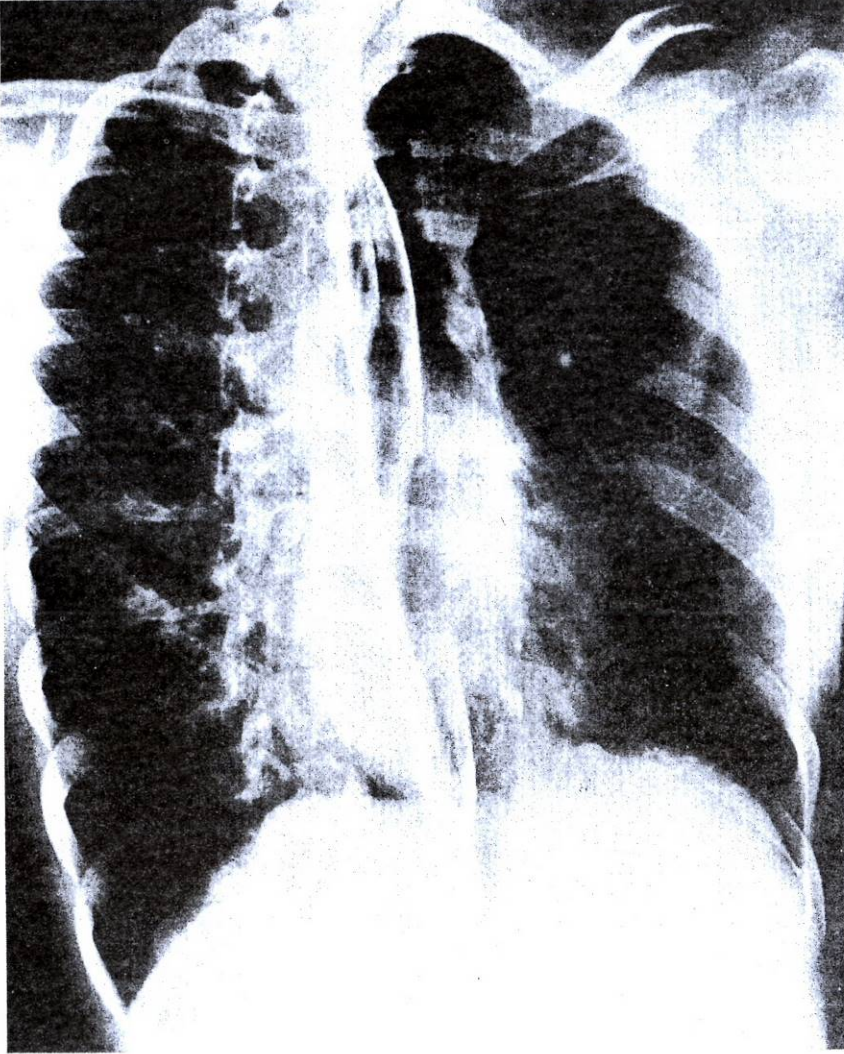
Right oblique radiograph of the chest of a normal adult man after a barium swallow.
